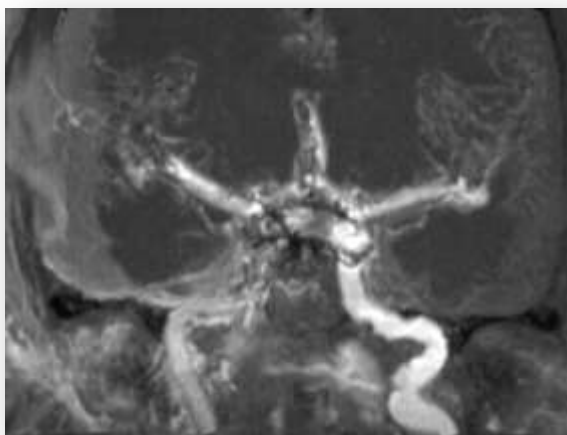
Reformatação multiplanar coronal em MIP de espessura fina de uma sequência para angio RM do polígono de Willis. (Fonte: Autor)
